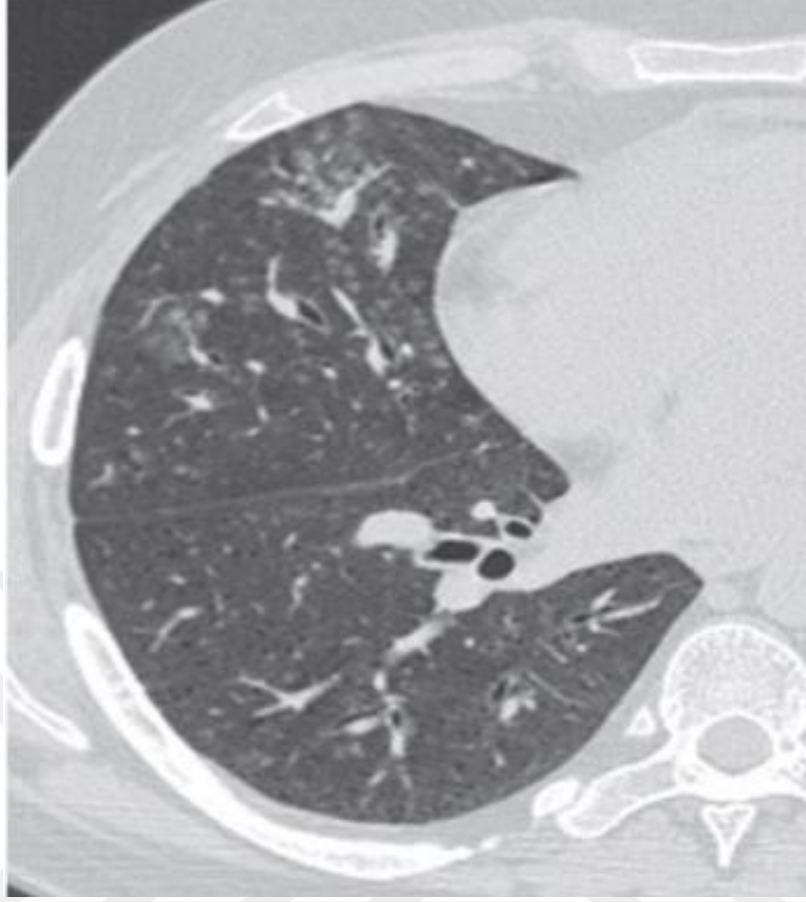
35 yaşında GPA tanılı erkek hastanın Toraks BT'sinde bilateral alt loblarda kaviter olmayan nodüler lezyonlar⁵²
